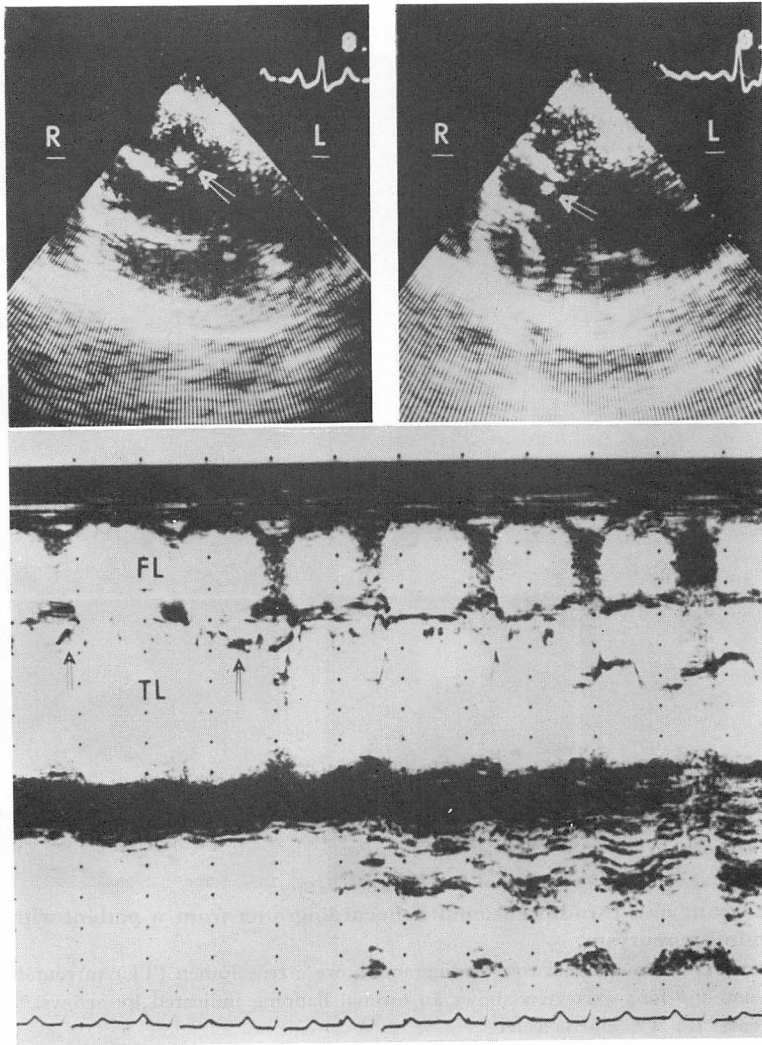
Short axis two-dimensional and M-mode echocardiograms showing a fragmental intima (arrow).
